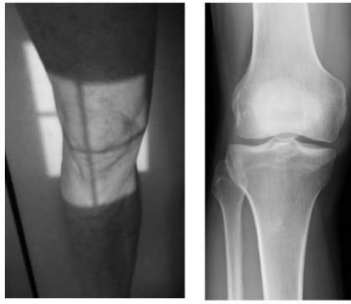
Radiographie de face d'un genou normal [71]
